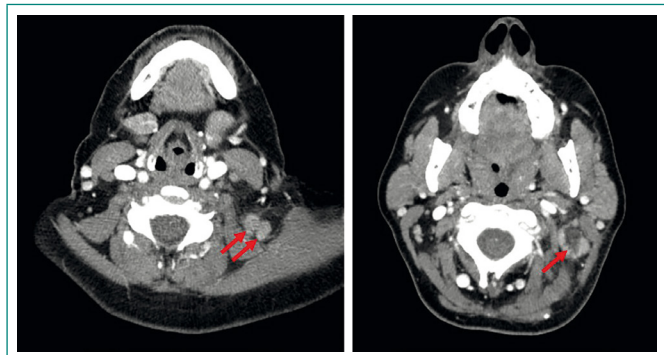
Cortes de la TC de cuello en los que se visualizan las lesiones (flechas rojas) en cortes inferiores y superiores del cuello. Densidad heterogénea y con signos infiltrativos a su alrededor
